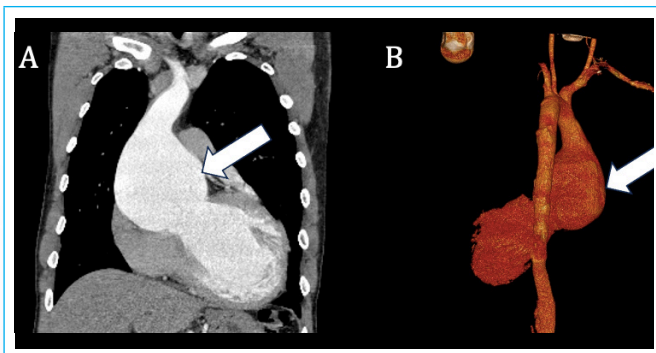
Tomografía contrastada en corte sagital (A). Reconstrucción multiplanar de la aorta, donde se observó aneurisma (flechas blancas) en la aorta ascendente (B).
